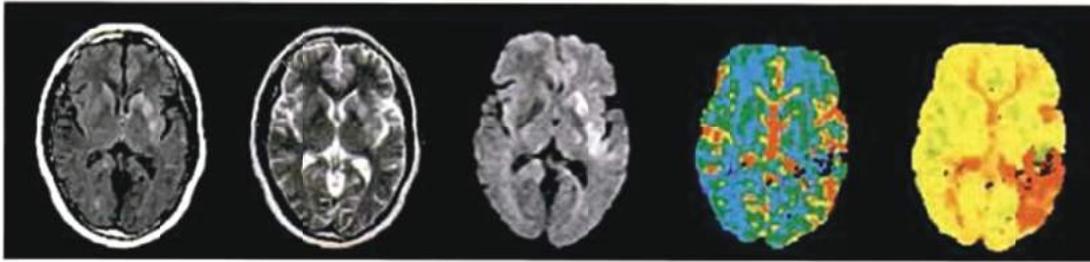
Diferentes contrastes del mismo objeto proporcionados por IRM. De izquierda a derecha: FLAIR, GraSE, DWI, rCBV, TPP. Estas dos últimas son imágenes paramétricas obtenidas de estudios dinámicos (cortesía de Philips Sistemas Médicos)
